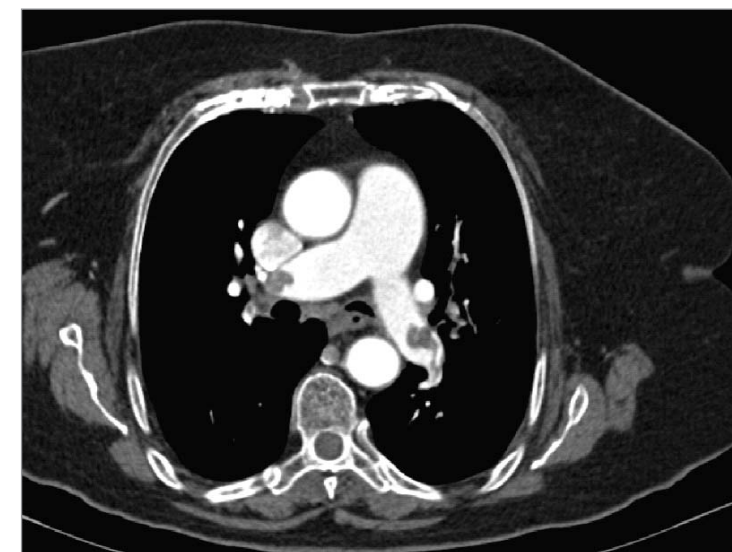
Angio TC. Trombos en ambas arterias pulmonares.
